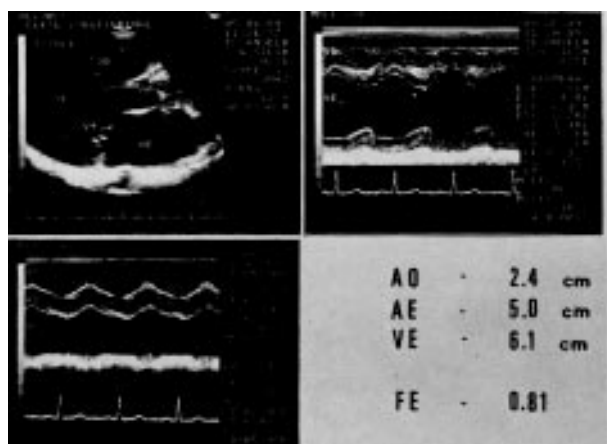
Exame pré-operatório mostrando ecocardiograma bidimensional em corte longitudinal e cortes unidirecionais. Aumento significativo do átrio esquerdo e moderado do ventrículo esquerdo com função normal, além de prolapso do folheto anterior da valva mitral para o átrio esquerdo.
